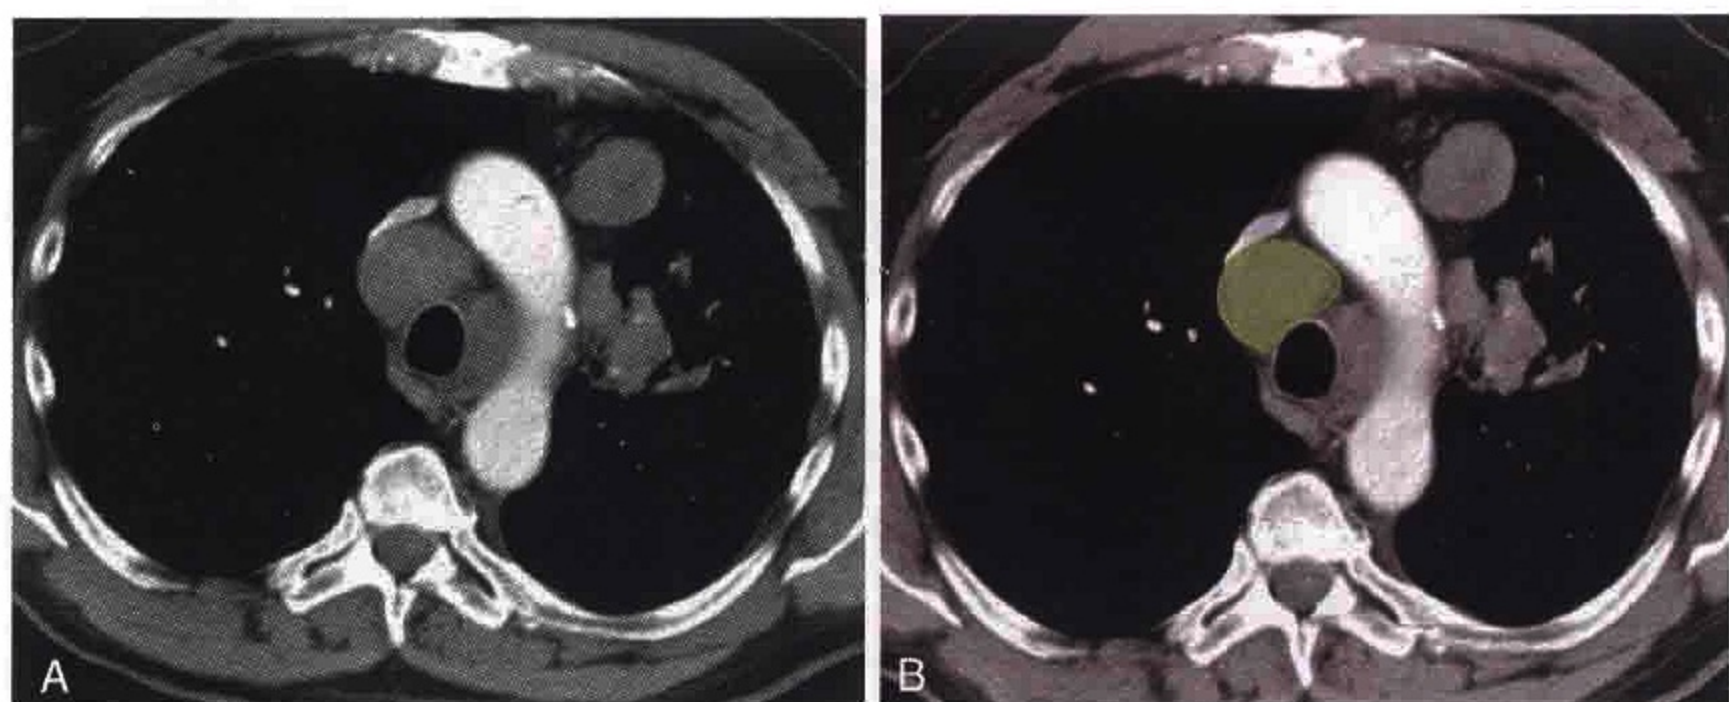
经上胸部横轴位 CT 增强扫描显示肿大的右侧下气管旁淋巴结（绿色）
